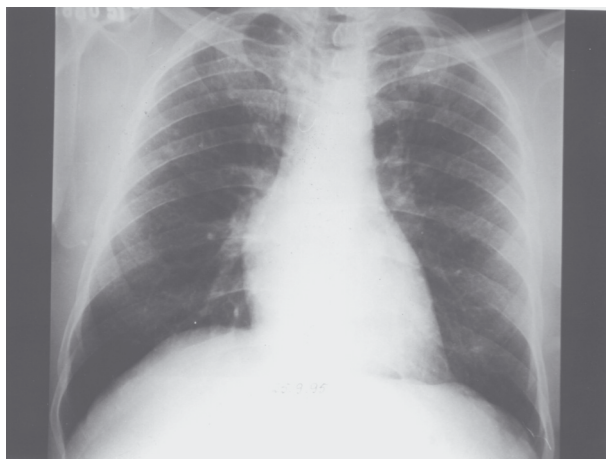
Radiografia de tórax em PA evidenciando pequenos nódulos nos lobos superiores.
